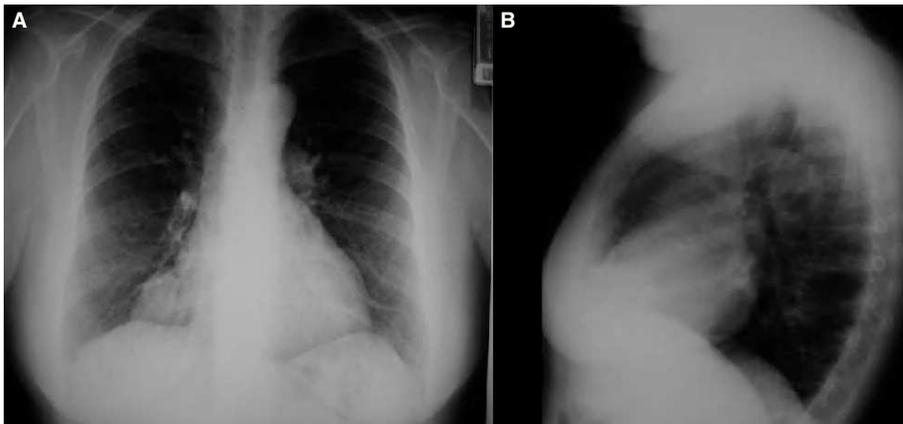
Proyección de radiografía posteroanterior (A) y lateral de tórax (B) en la que se aprecia el quiste pleuropericárdico en el ángulo costofrénico derecho.
